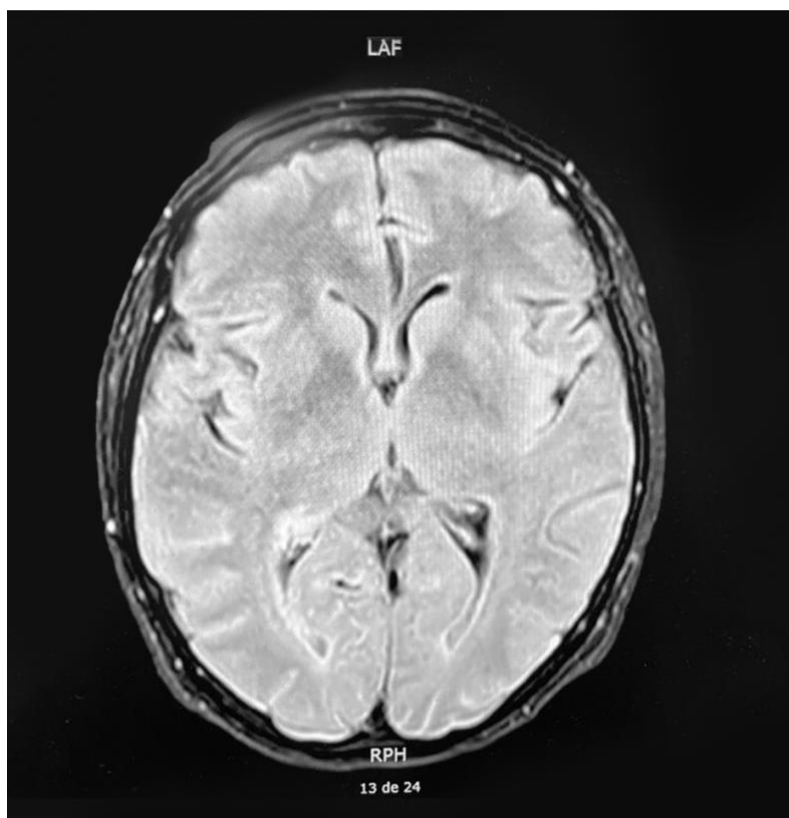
Resonancia magnética de cerebro. No se evidencia mielopatía.
